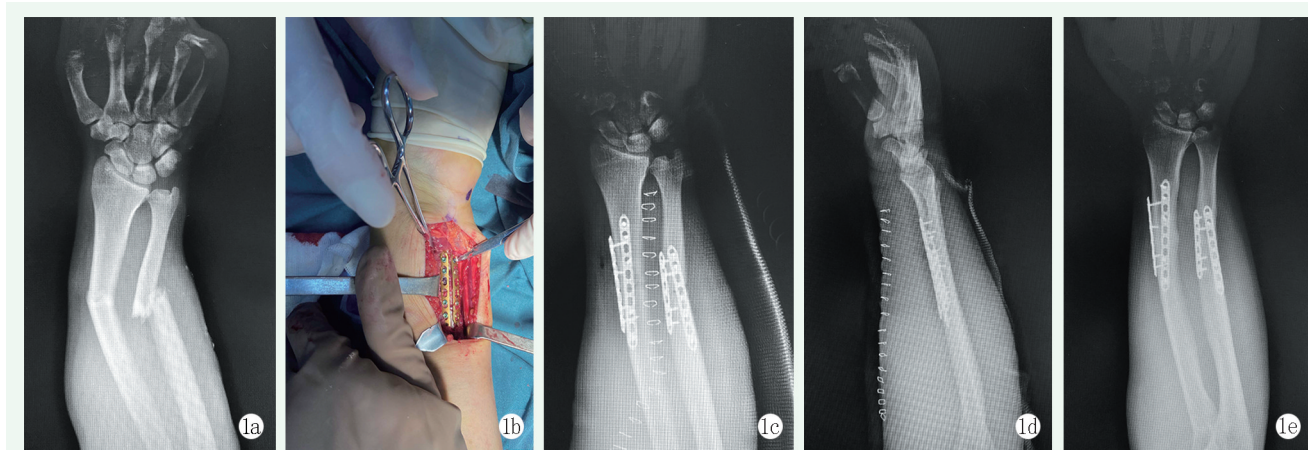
患者,男,31岁右侧尺桡骨干骨折,行双掌骨钢板固定治疗 1a:术前正位X线示尺桡骨干骨折 1b:术中使用双掌骨钢板固定桡骨 1c,1d:双掌骨钢板固定术后正侧位X线示骨折解剖复位,内固定位置满意 1e:末次随访时正位X线示骨折愈合,无畸形
